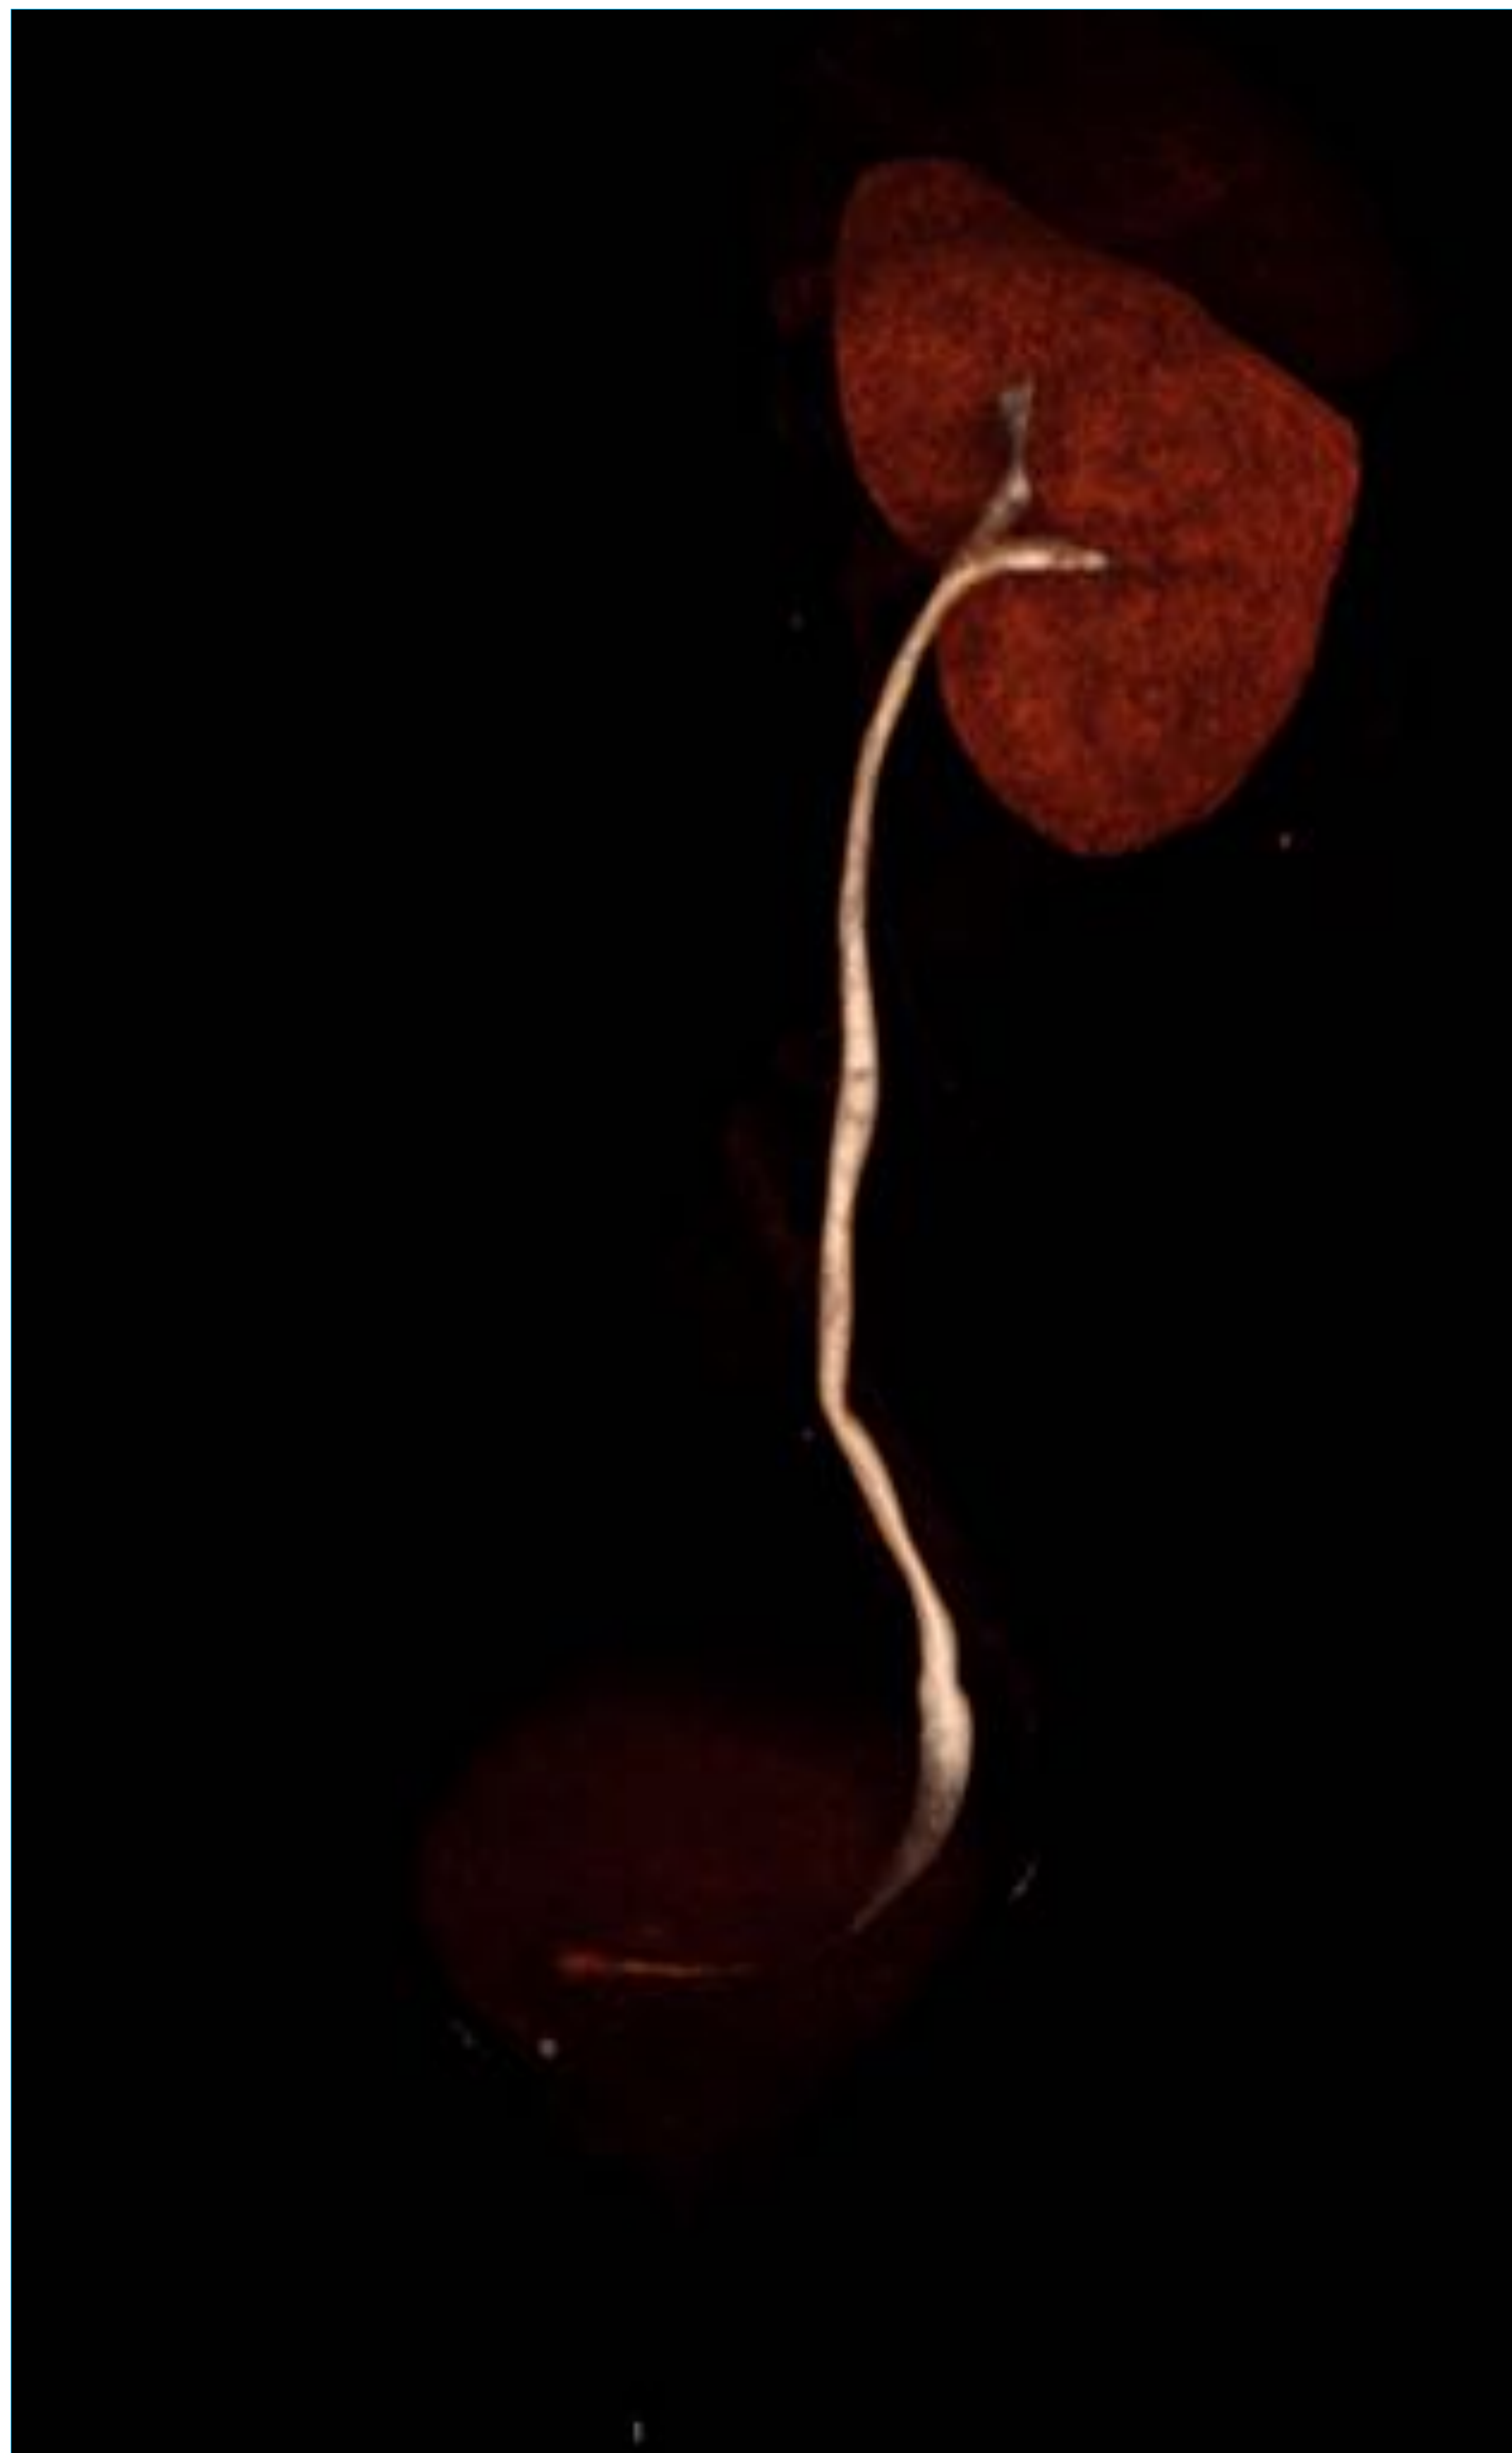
Uro-TC. Reconstrucción 3D fase excretora. Agenesia renal derecha
